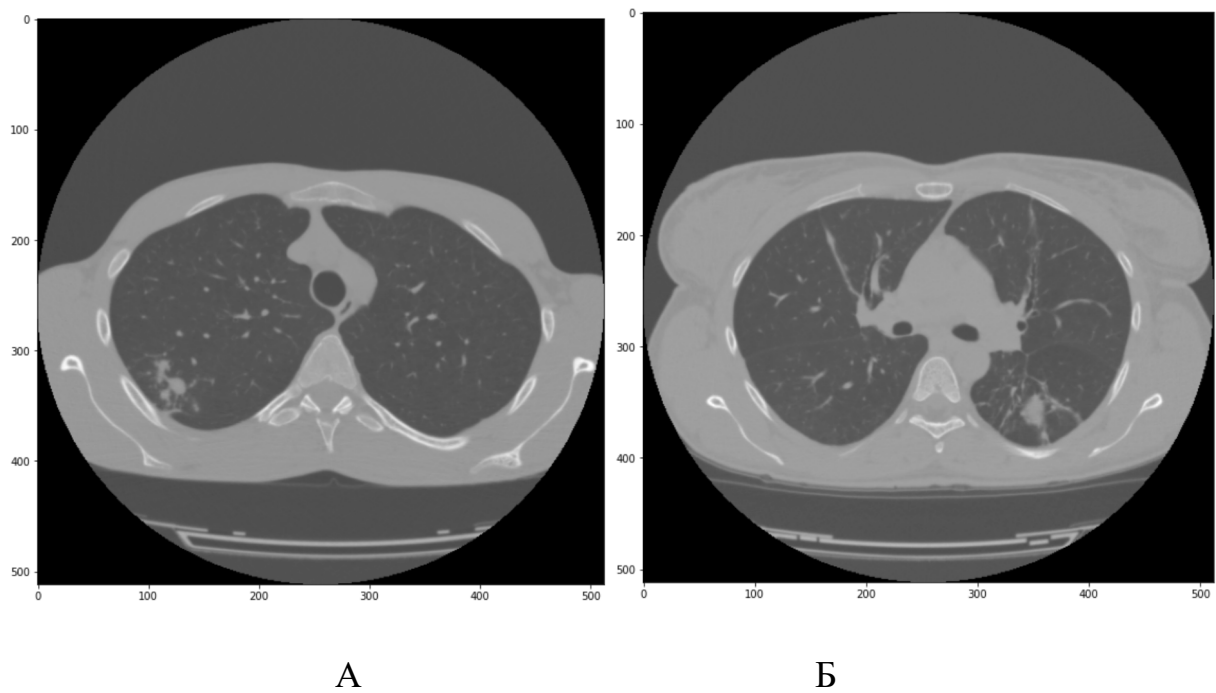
Оригінальне КТ зображення хворого на туберкульоз: А – лікарсько-чутлива форма, Б – лікарсько-стійка форма.
